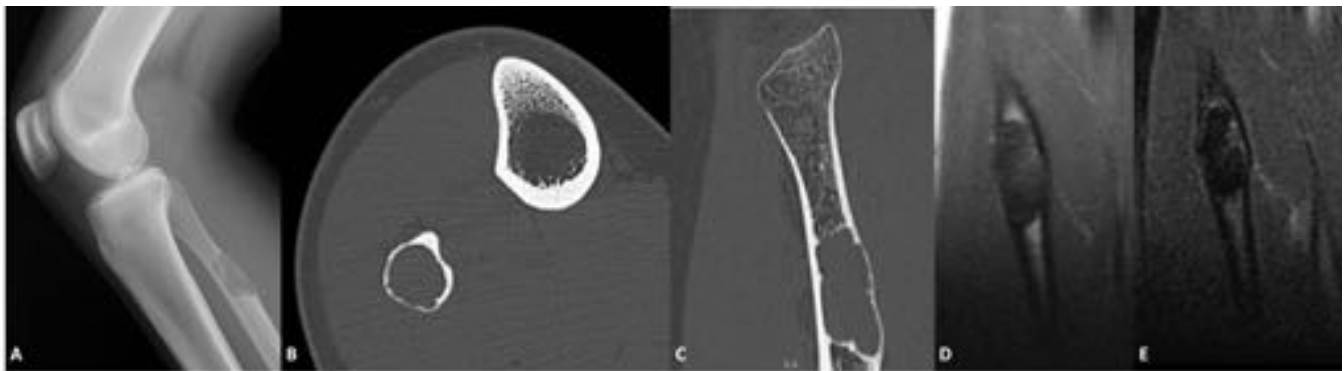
FNO en paciente de 14 años. La radiografía muestra una lesión lítica no agresiva con márgenes
